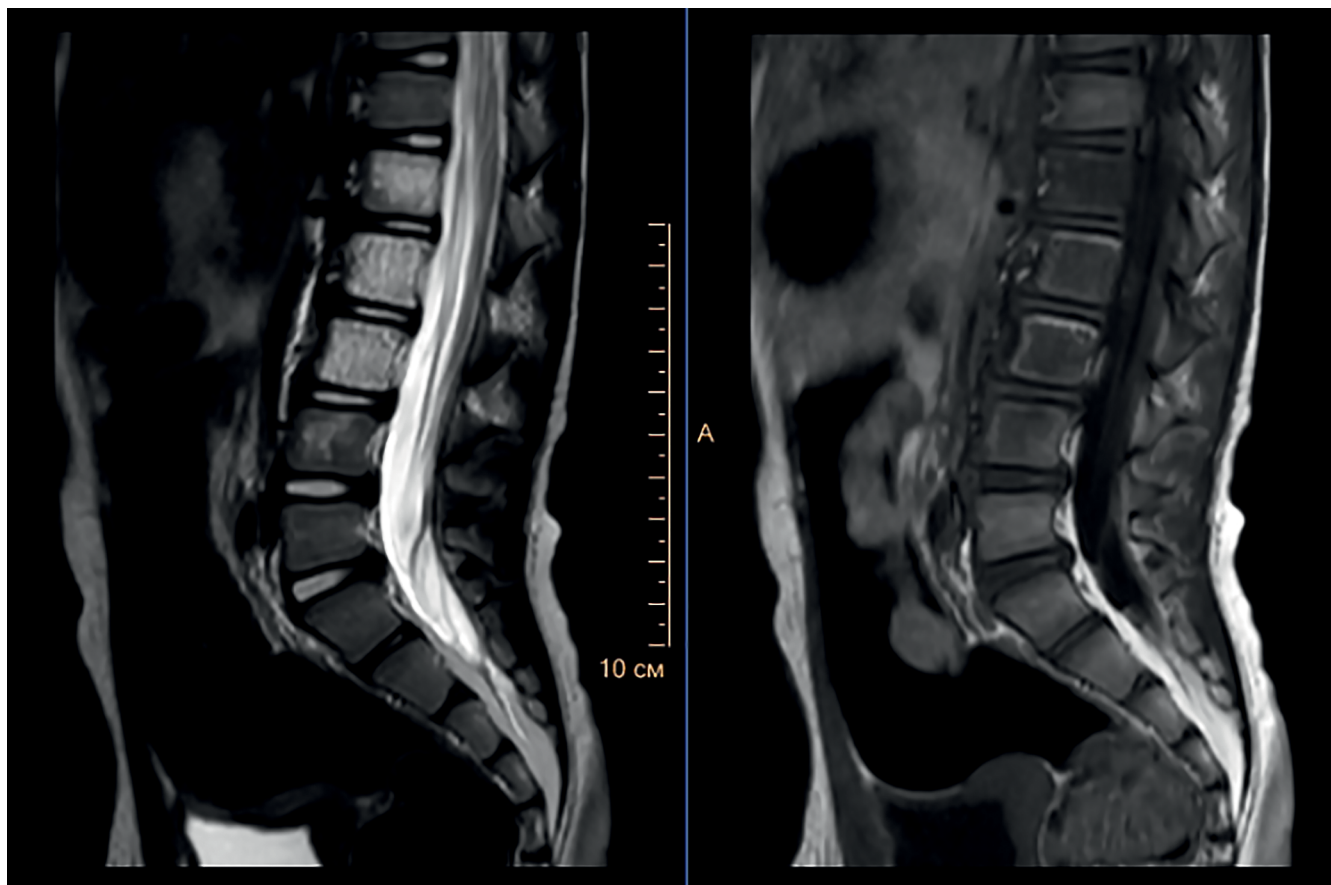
Магнитно-резонансная томография, T2-ВИ и T1-ВИ. Поражение тел было на уровне L_I, L_{II}, L_{III}, правая 1/3 тела L_{IV} позвонка, поражение правых боковых структур на уровне L_V и S_I позвонков
